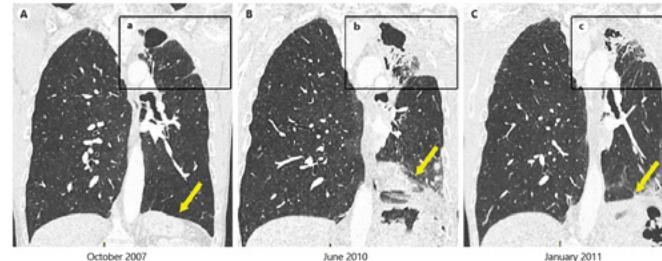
A) CT Thorax mit residualer dünnwandiger Kaverne bei Z.n. pulmonaler TBC im linken Oberlappen; B) Zeitpunkt der Diagnosestellung CPA bei neuen Hämoptysen; C) Nach 6 Monaten Therapie mit Voriconazol
